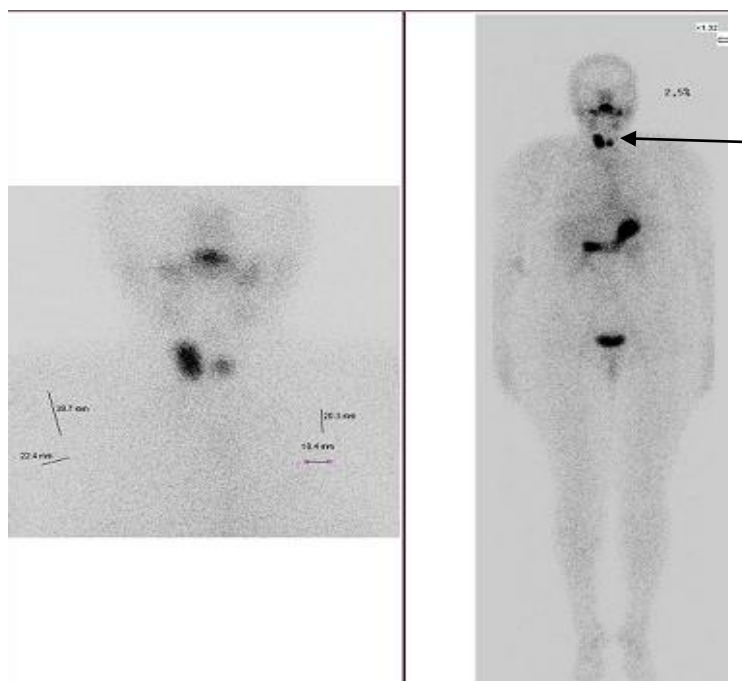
Сцинтиграфия мягких тканей шеи с ^{99m}Tc -пертехнетатом пациента из основной группы. Стрелкой указаны очаги накопления технециевой метки в остаточной тиреоидной ткани.
